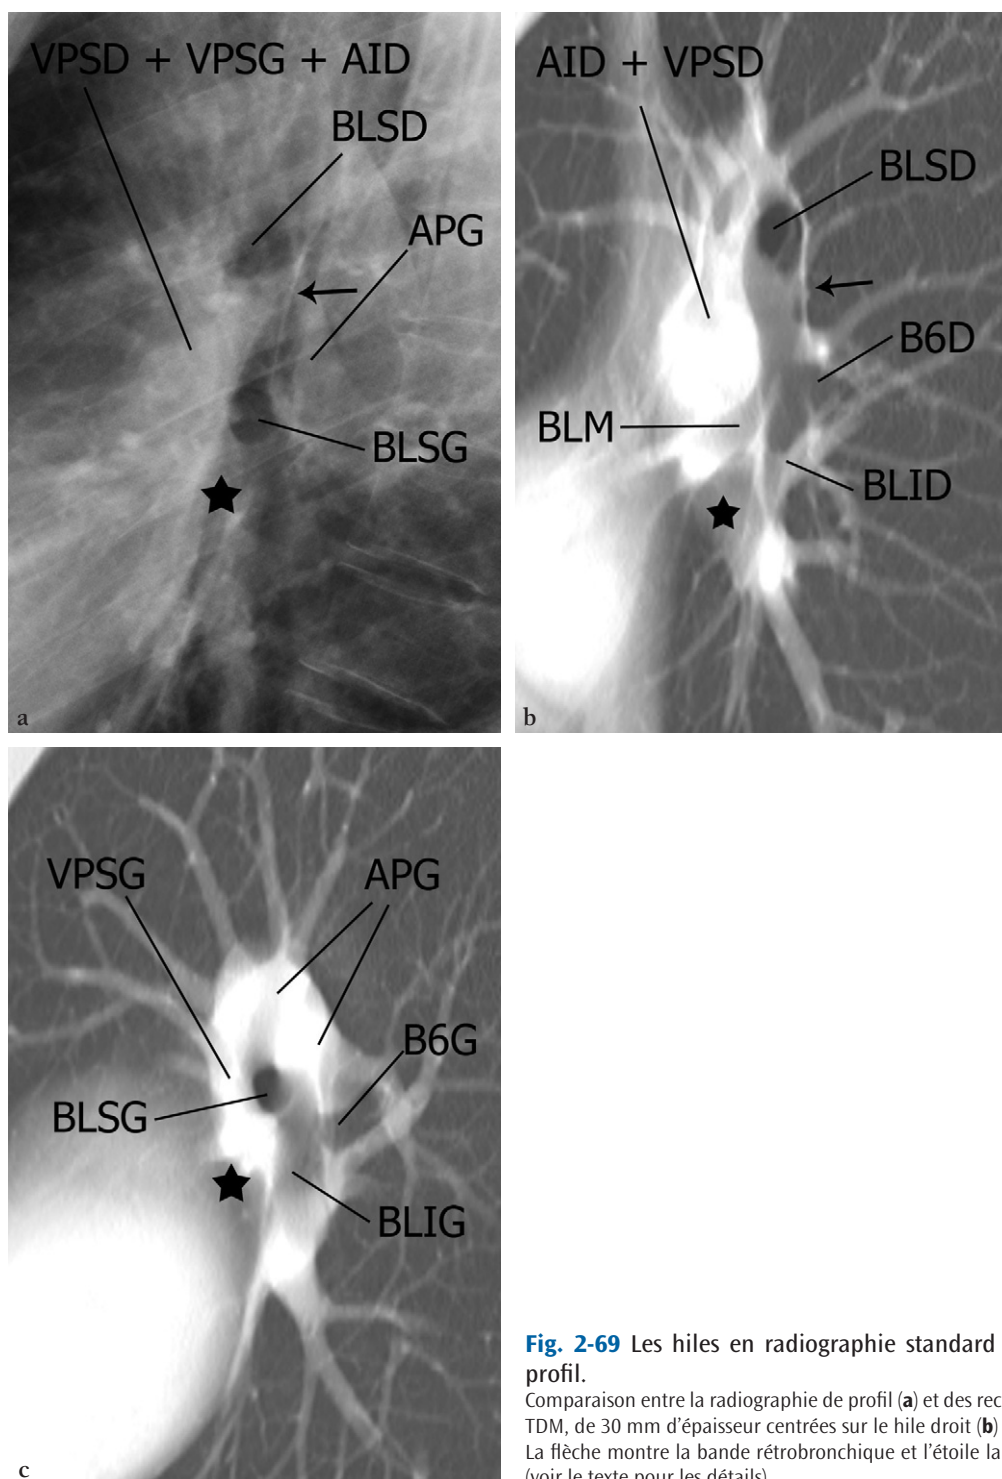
Les hiles en radiographie standard en incidence de profil.
